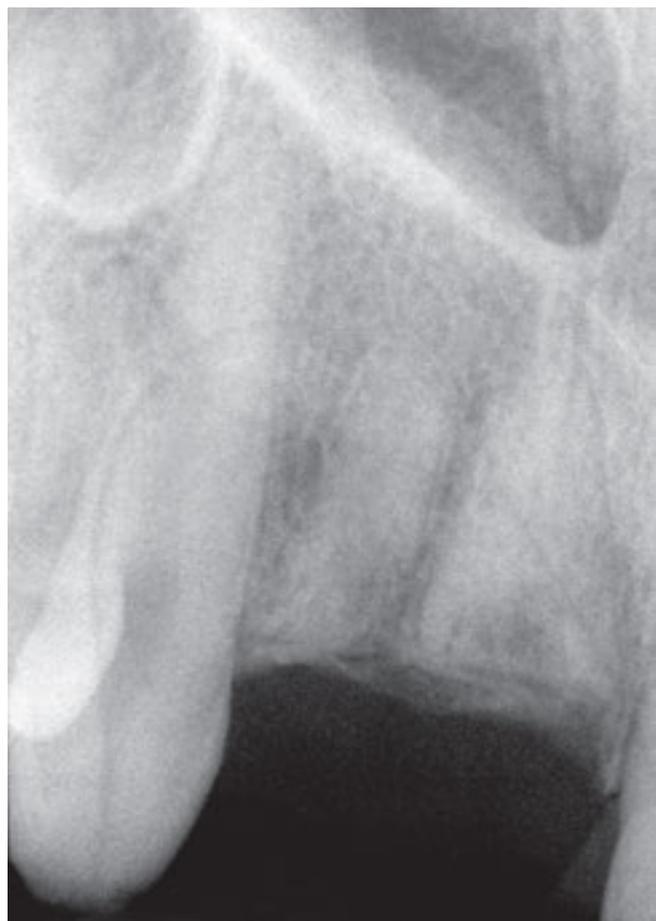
La radiographie de contrôle un an après la décoronation montre les racines laissées en place des dents 11 et 12. Les racines ont manifestement subi une résorption supplémentaire, et le pôle coronal est déjà recouvert par du tissu osseux.
